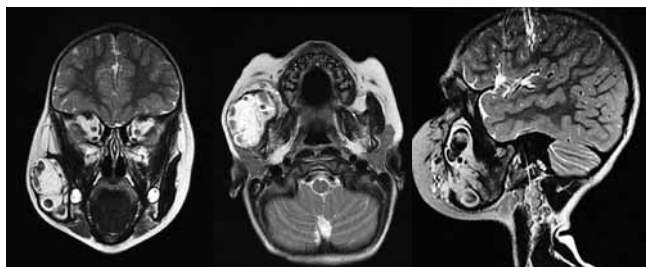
Магнитно-резонансная томография пациента с обширной венозной мальформацией правых околоушно-жевательной, щечной областей, крыловидно-небной ямки справа
